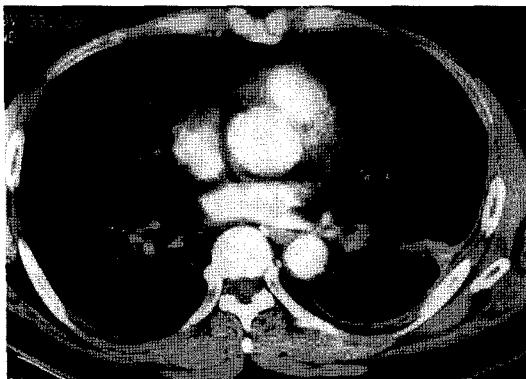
Chest CT ; 2×2 cm sized soft tissue mass on the proximal basal segment of the left lower lobe with a distal collapse, and no definite evidence of metastatic lymphadenopathy.
